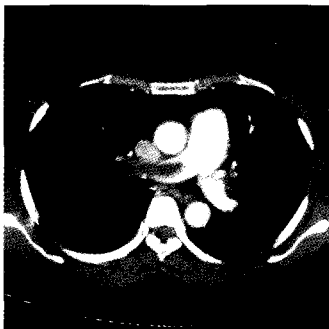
Preoperative CT shows complete obstruction of right main pulmonary artery and left lower interlobar artery
